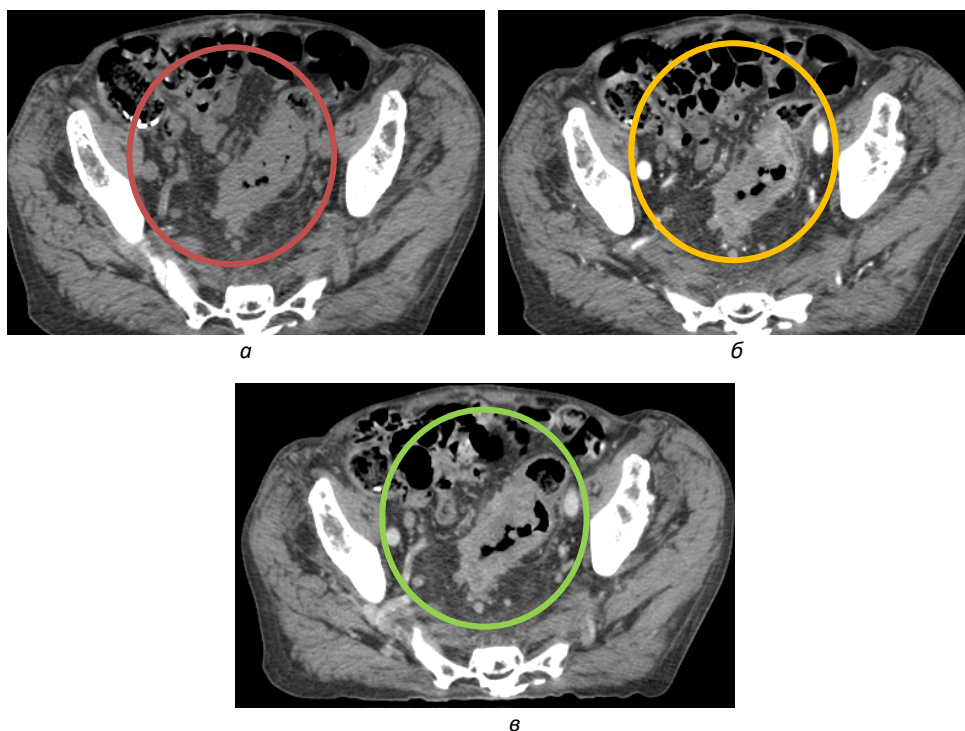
МСКТ органов брюшной полости и малого таза с контрастированием. На сканах последовательно в нативную (а), артериальную (б) и венозную (в) фазы контрастирования (аксиальные срезы) представлен фрагмент патологически измененной толстой кишки с признаками накопления контрастного препарата, вовлечением в процесс прилежащей жировой клетчатки и наличием в зоне визуализации регионарных лимфоузлов
